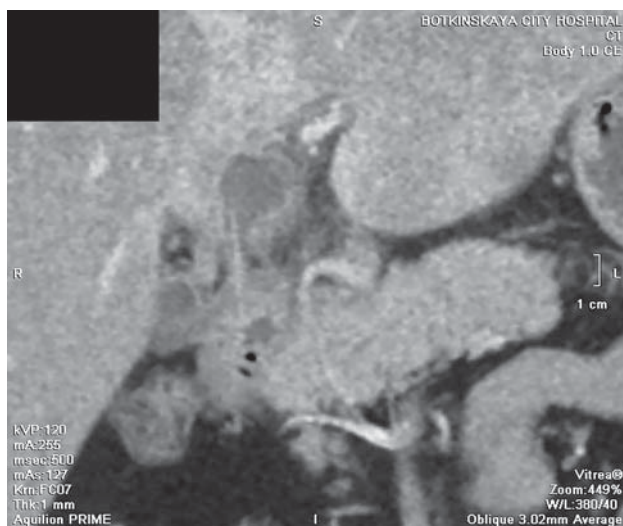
КТ с внутривенным контрастированием. Венозная фаза сканирования, мультипланарная реконструкция во фронтальной плоскости. Визуализирован рецидивирующий абсцесс печени. При построении реконструкции выявляется причина рецидивирующего воспаления – инкапсулированное инородное тело, превышающее по плотности паренхиме печени. Оперативно извлечена деревянная зубочистка.
